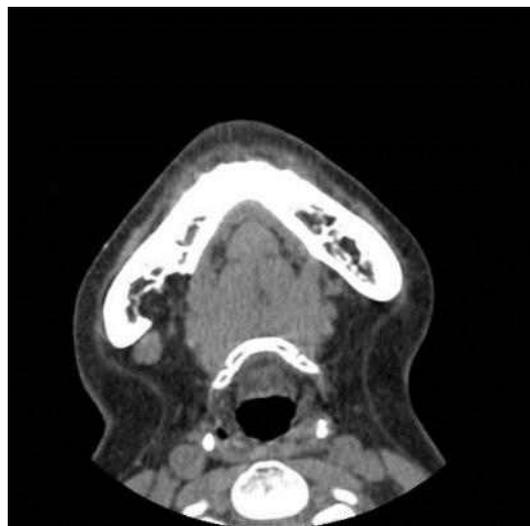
Contrast enhanced CT (axial view) scan shows a lingual depression filled with fat tissue on the right mandibular posterior body area.
